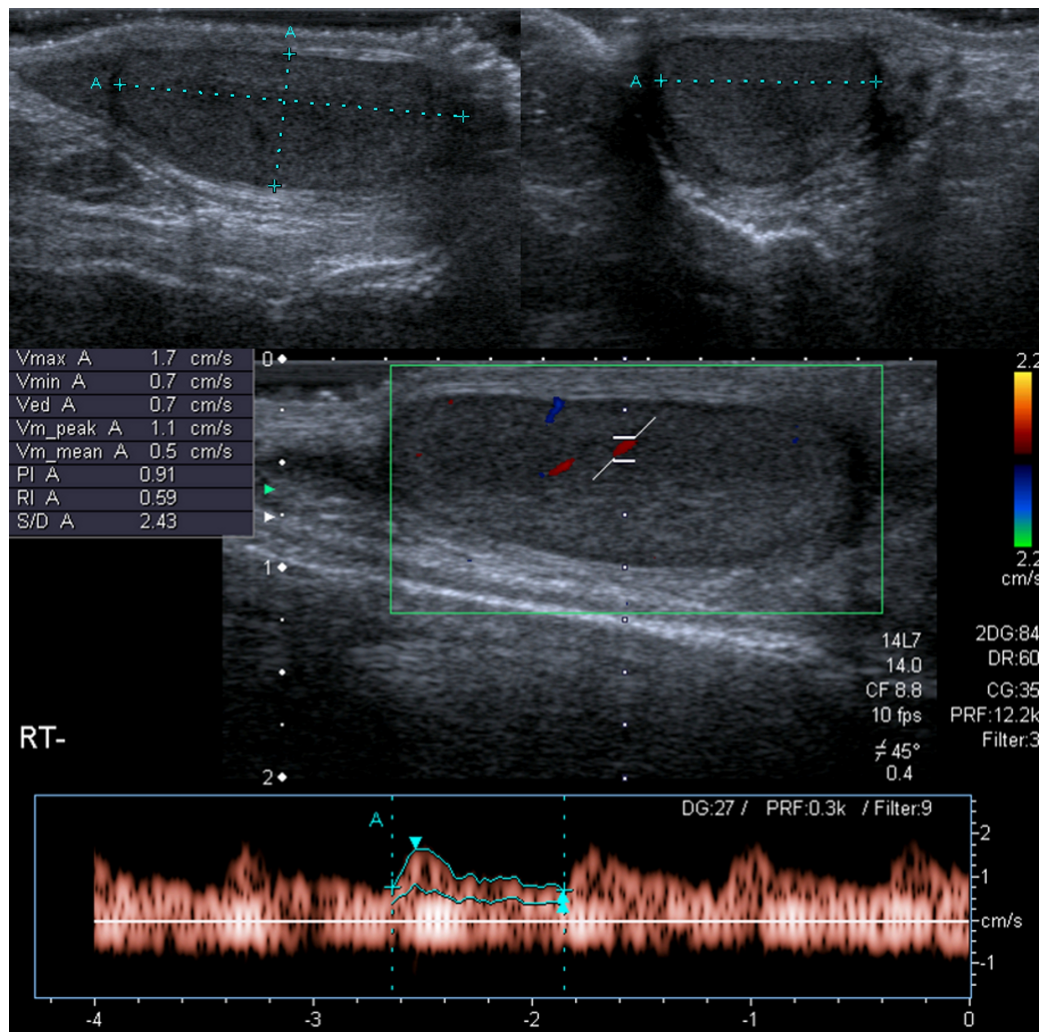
Untersuchungsablauf: Messung des Volumens aus zwei Ebenen (oben). Messung der Durchblutungsparameter durch Dopplern einer intratestikulären Arterie und Analyse des Flusspektrums(unten).
